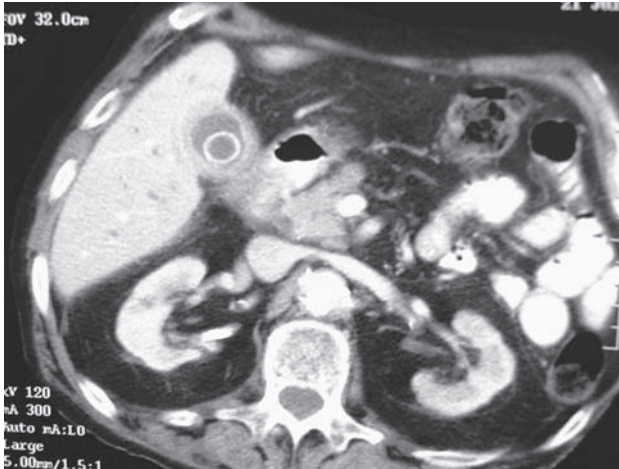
TAC helicoidal con colangiograma (Caso 10). Dilatación de las vías biliares intrahepáticas. Vesícula de paredes engrosadas, con edema mural y colelitiasis múltiple, una de ellas, gruesa, en el Hartmann.
